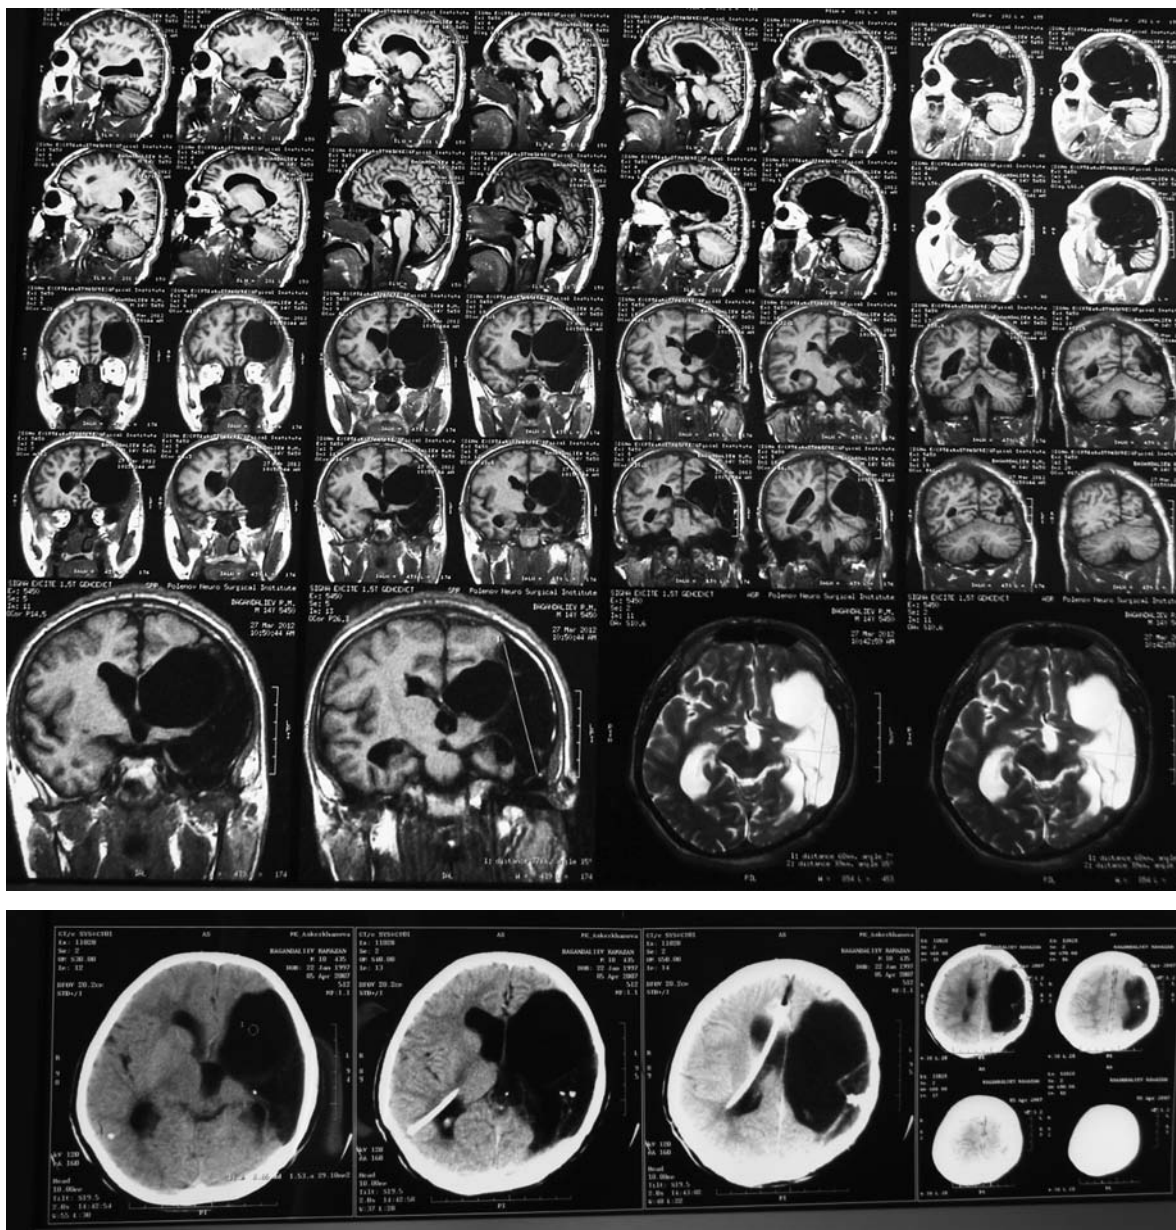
МРТ и КТ головного мозга до операции: кистозно-атрофические изменения латеральных отделов левой височной, лобной и теменной долей
